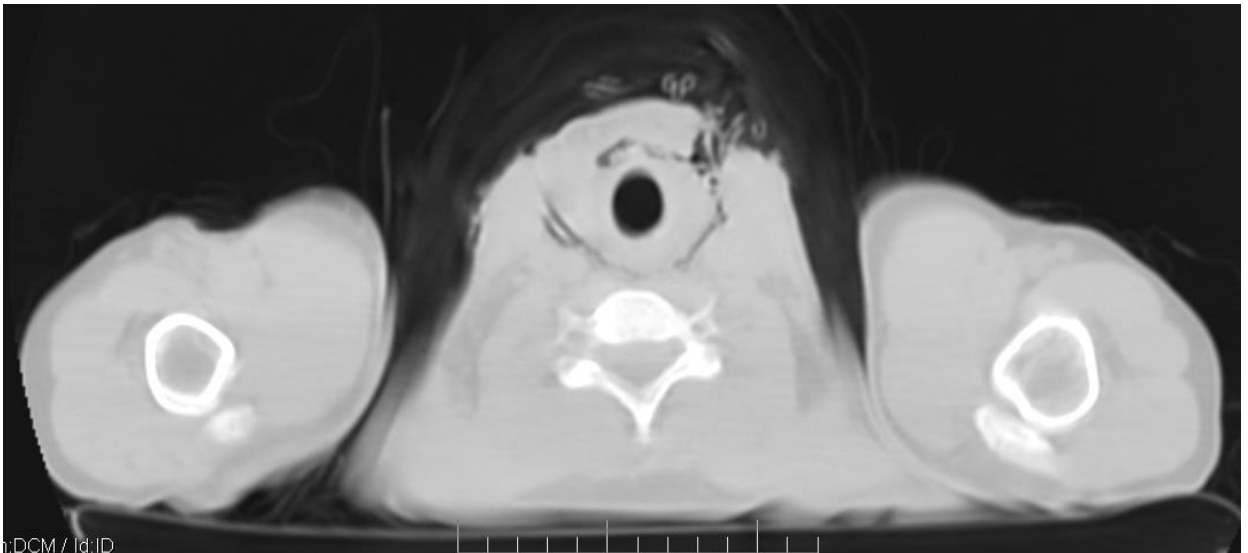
СКТ шії того ж самого хворого на четверту добу післяопераційного періоду. Наскрізне застравохідне і претрахеальне дренажування з двобічних цервікотомних розрізів.
